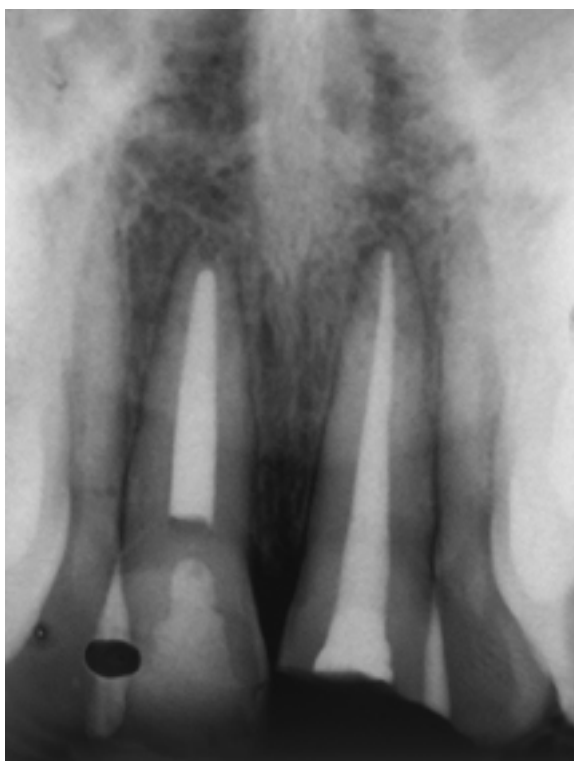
Radiografia periapical inicial.
